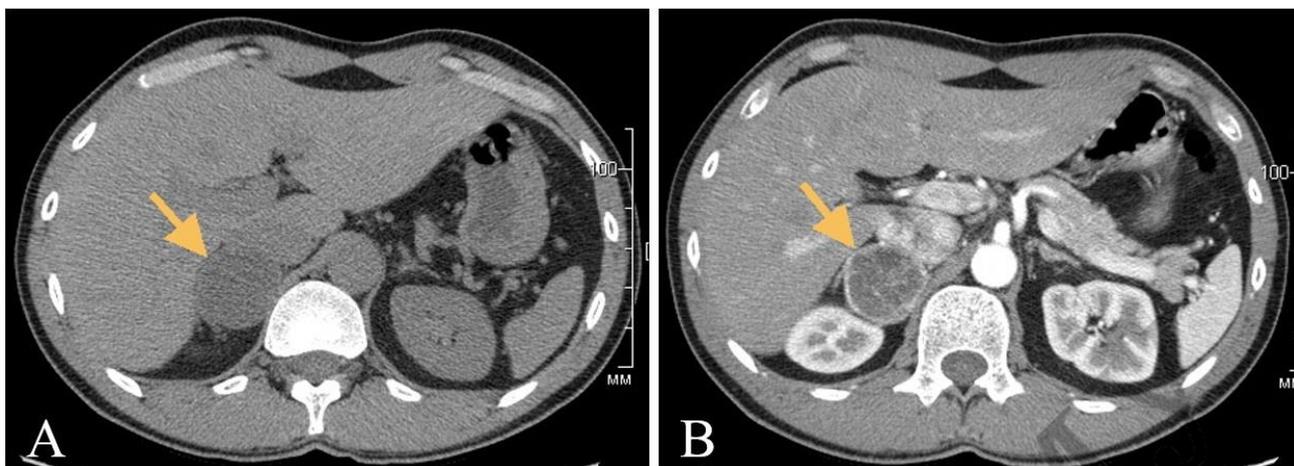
Феохромоцитома (отмечена стрелкой) при нативной (А) и в артериальную фазу (В) контрастно-усиленной КТ
